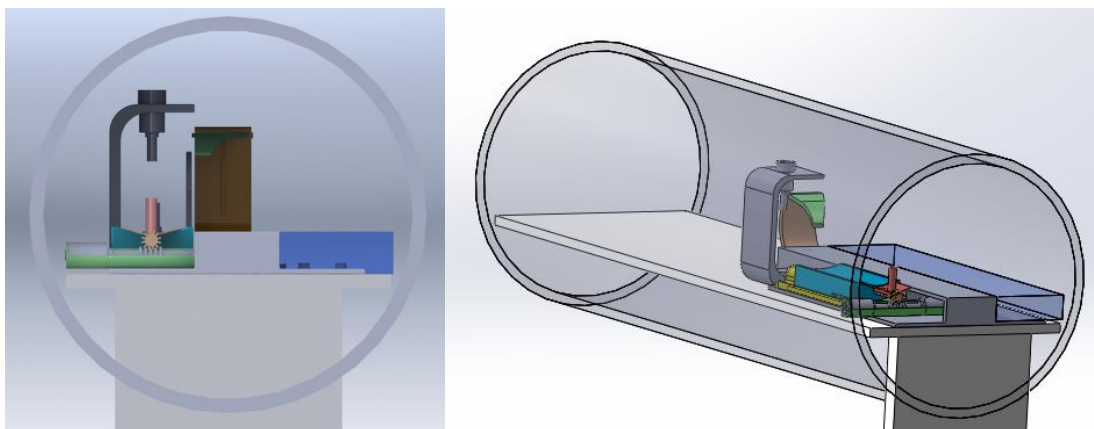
Mecanismo inserido na RM.
